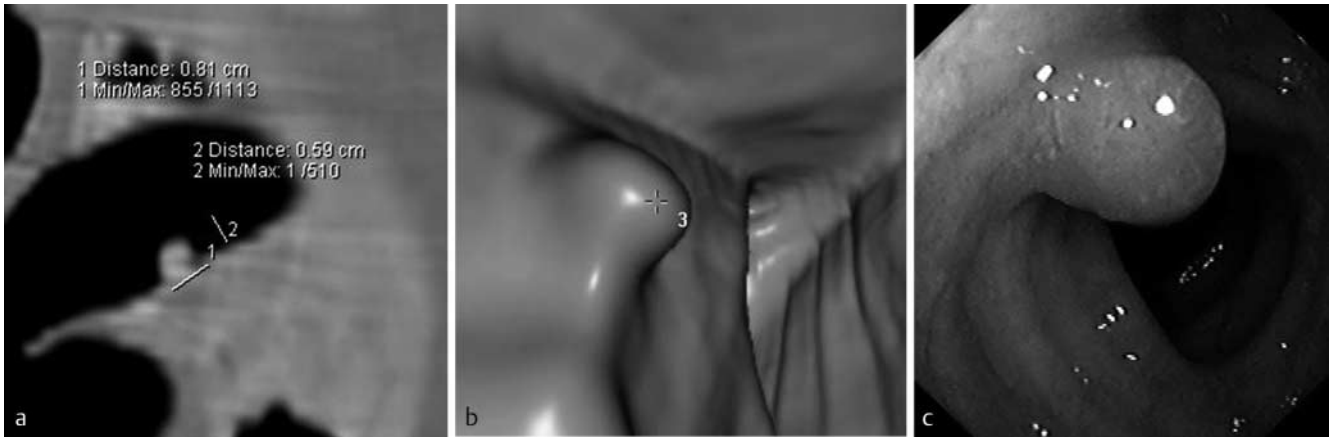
48-jähriger männlicher Patient mit knapp 1 cm großem Polypen im Colon descendens. a Axiale Schicht der nativen Niedrigdosis-CT. b Darstellung des Polypen in der virtuellen Kolonografie. c Reale Koloskopie des Polypen vor der Abtragung mittels Schlinge.
